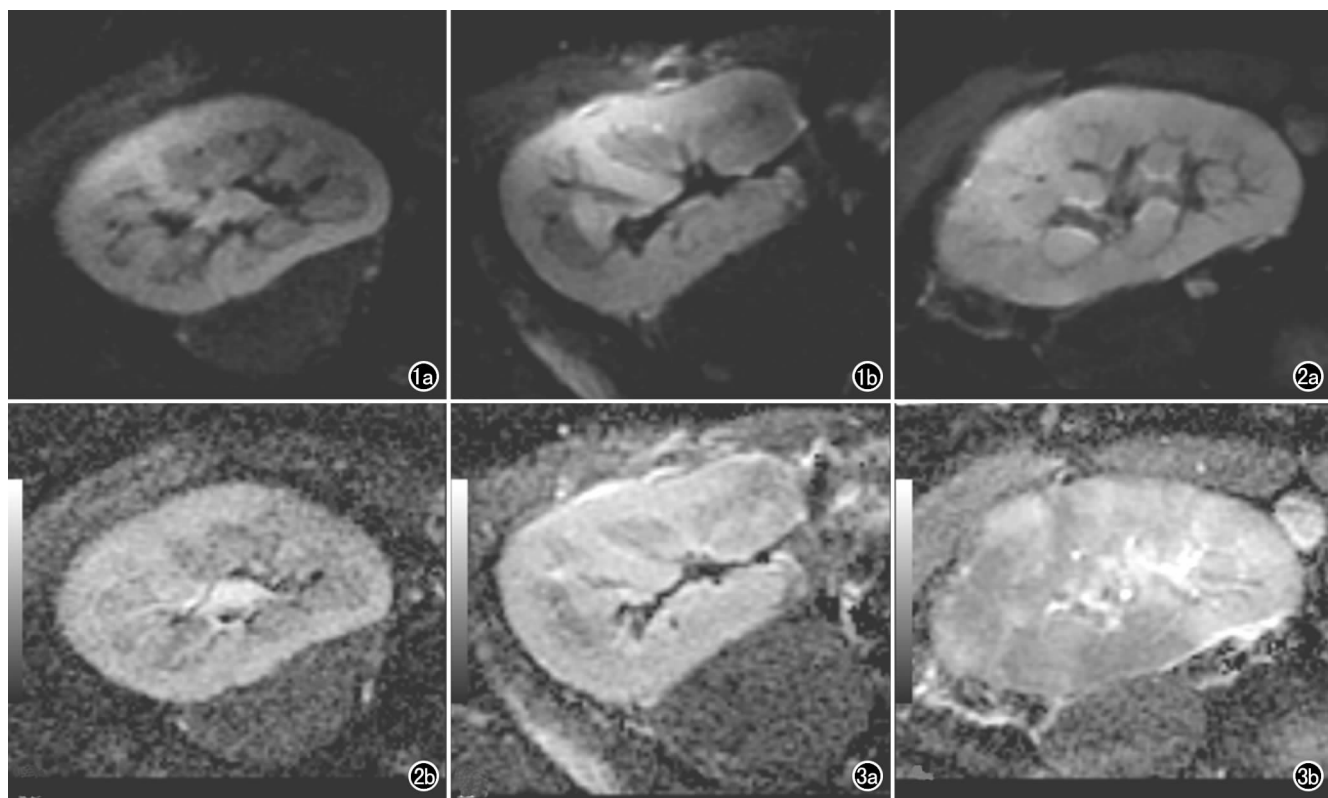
第 3 组患者($eGFR=74.98\text{ mL/min} \cdot 1.73\text{ m}^2$)DWI 图与 ADC 图,皮髓质信号均匀、分界清晰,皮质呈相对高信号,髓质呈相对低信号。a) rFOV DWI 图像; b) ADC 图。 图 2 第 2 组患者($eGFR=50.44\text{ mL/min} \cdot 1.73\text{ m}^2$)DWI 图与 ADC 图,大部分皮髓质分界尚清,肾实质后部髓质信号增高,接近皮质信号。a) rFOV DWI 图像; b) ADC 图。 图 3 第 1 组患者($eGFR=15.22\text{ mL/min} \cdot 1.73\text{ m}^2$)DWI 图与 ADC 图,皮髓质信号接近,分界不清,以 ADC 图更为显著。a) rFOV DWI 图像; b) ADC 图。
